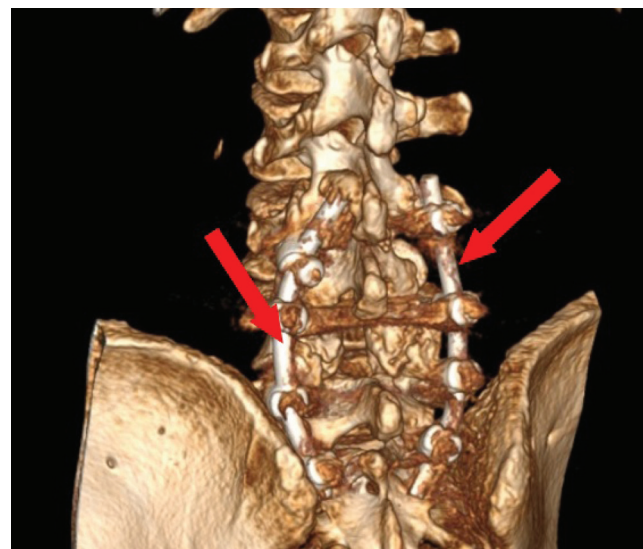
Компьютерная томография с 3D-реконструкцией поясничного отдела позвоночника: визуализируются установленные транспедикулярные фиксаторы
